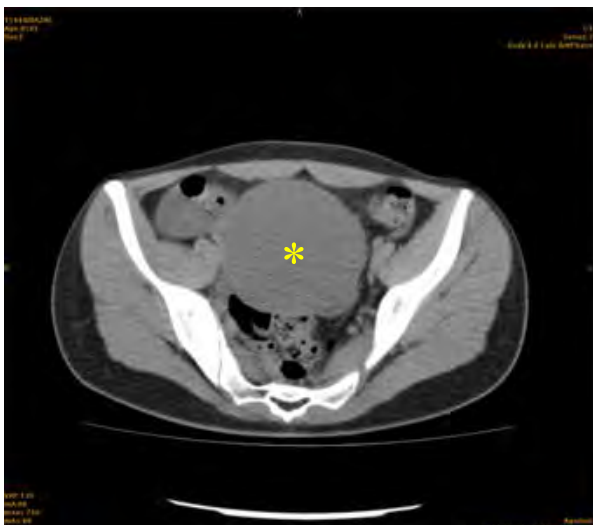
Tomografie Computerizată: formațiune solidă în bazinul mic (*). Figura publicată anterior [20]
